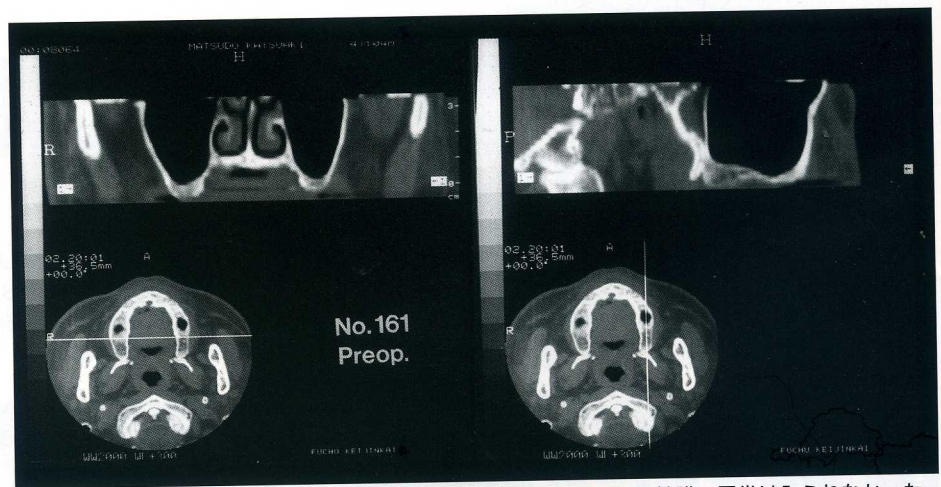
サイナスリフト術前のCT検査では、両側上顎洞、いずれも洞粘膜に異常はみられなかった。
